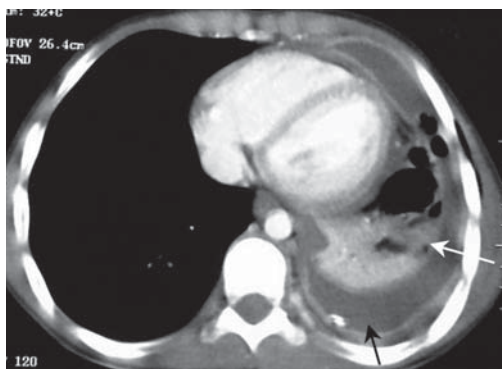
TC torácica con ventana de mediastino que muestra derrame pleural (flecha negra) y atelectasia/consolidación del LII (flecha blanca).
